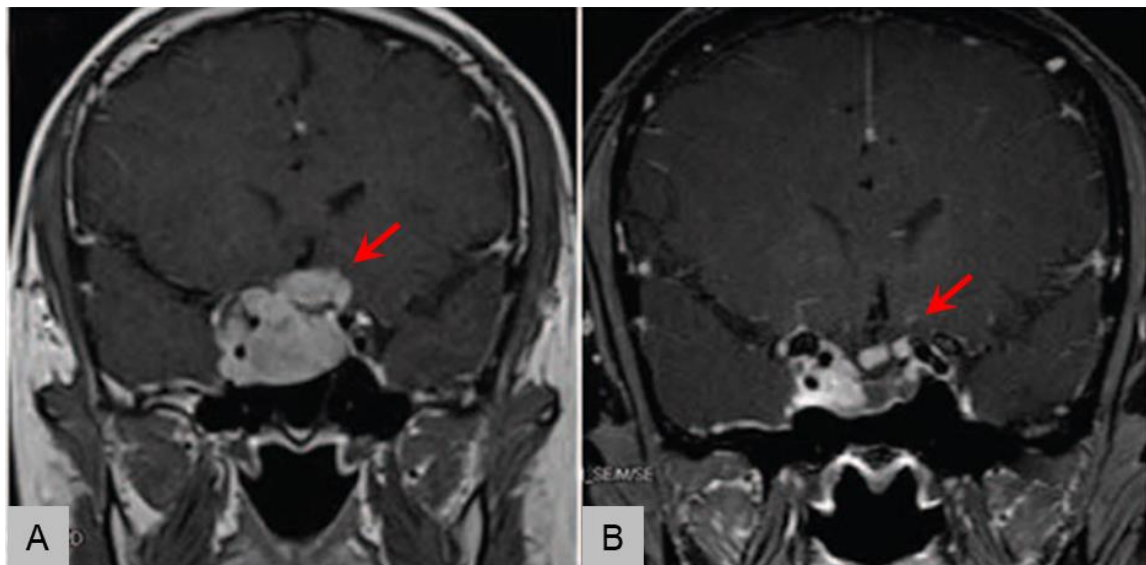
Imagen representativa de una MRI de un prolactinoma agresivo, resistente a terapias convencionales y localmente invasivo (A) exitosamente tratado con Temozolomida (B). Las flechas rojas indican el cambio en el tamaño e invasividad del tumor luego del tratamiento. Tomado y adaptado de Chen *et. al*, 2017 [31].
